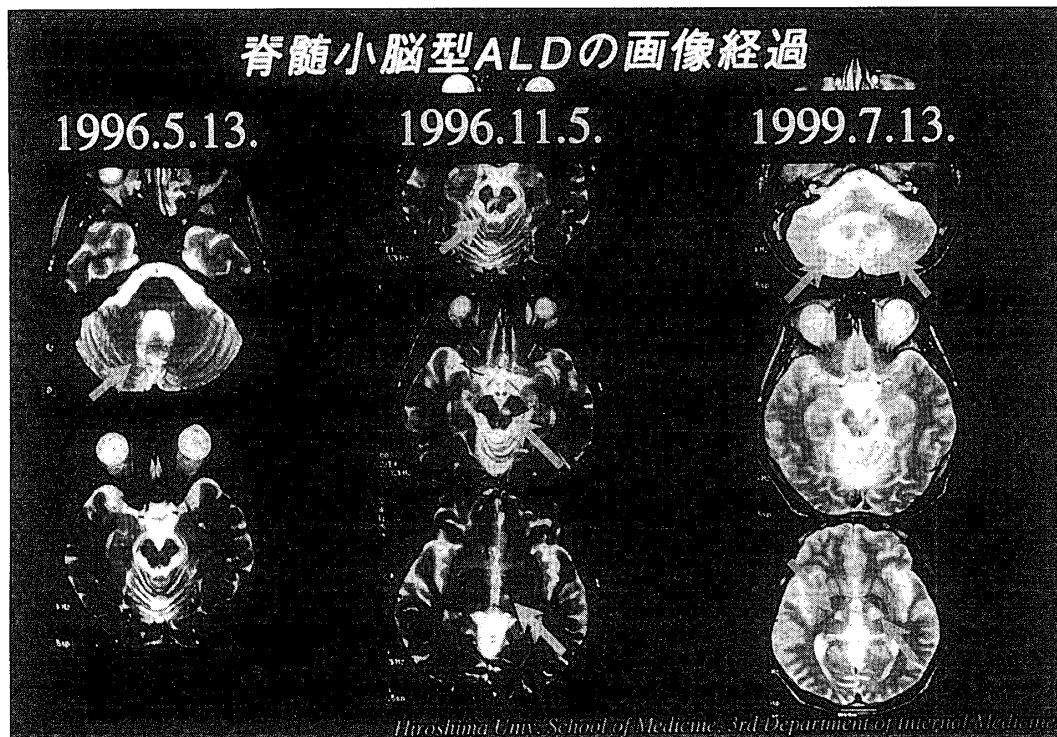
Sequential T2 weighted images of brain MRI (patient with ALD).
